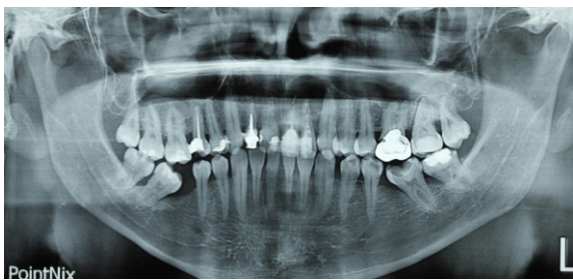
Radiografía panorámica
